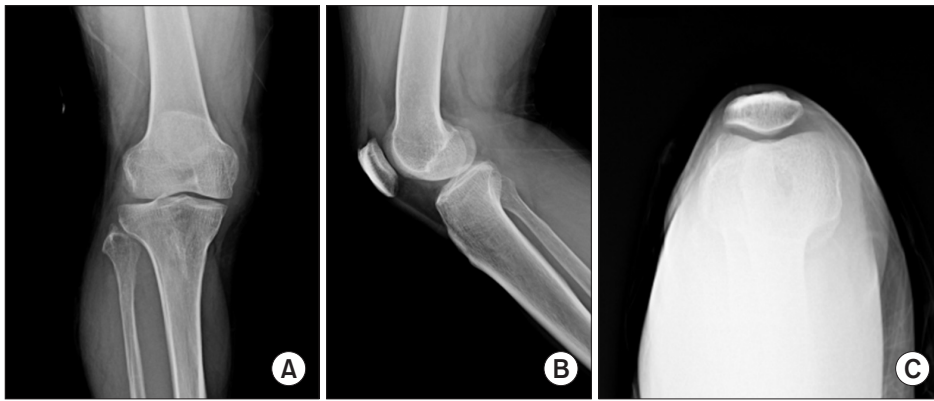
Radiographs of the right knee. (A) Anteroposterior; (B) Lateral; (C) Skyline. No definite bony abnormality.
